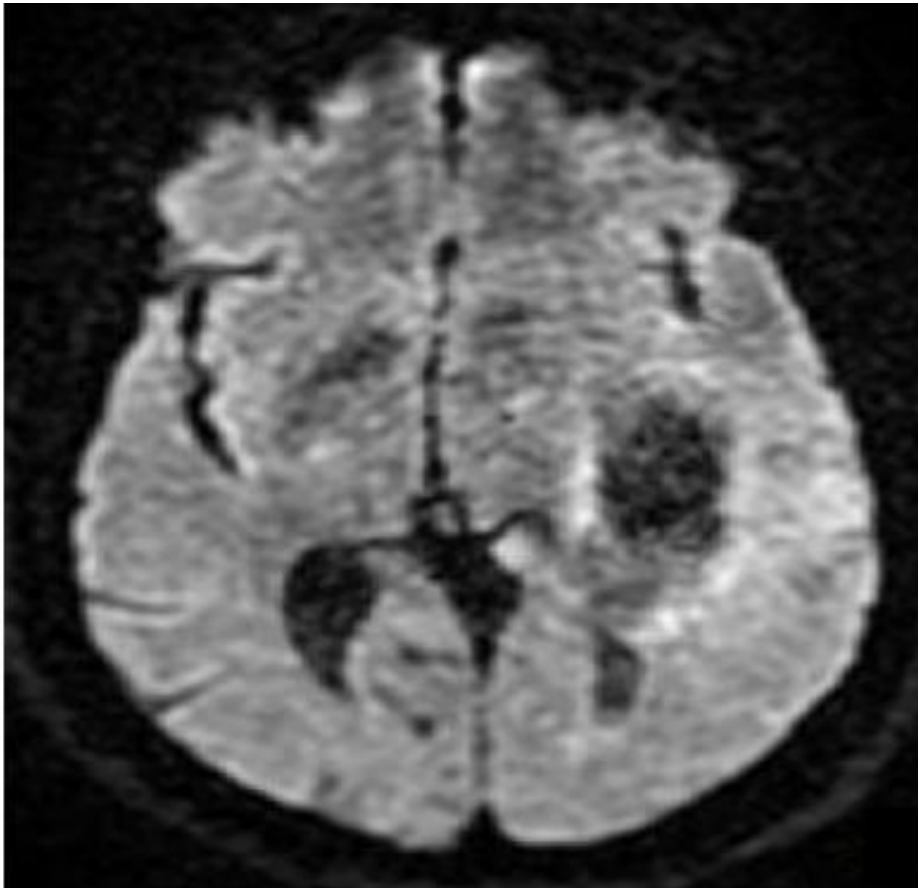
IRM en séquence de diffusion, montrant tumeur tissulaire intra-axiale hémisphérique temporo-pariétale gauche hypointense (Service de radiologie-CHU Hassan II)
